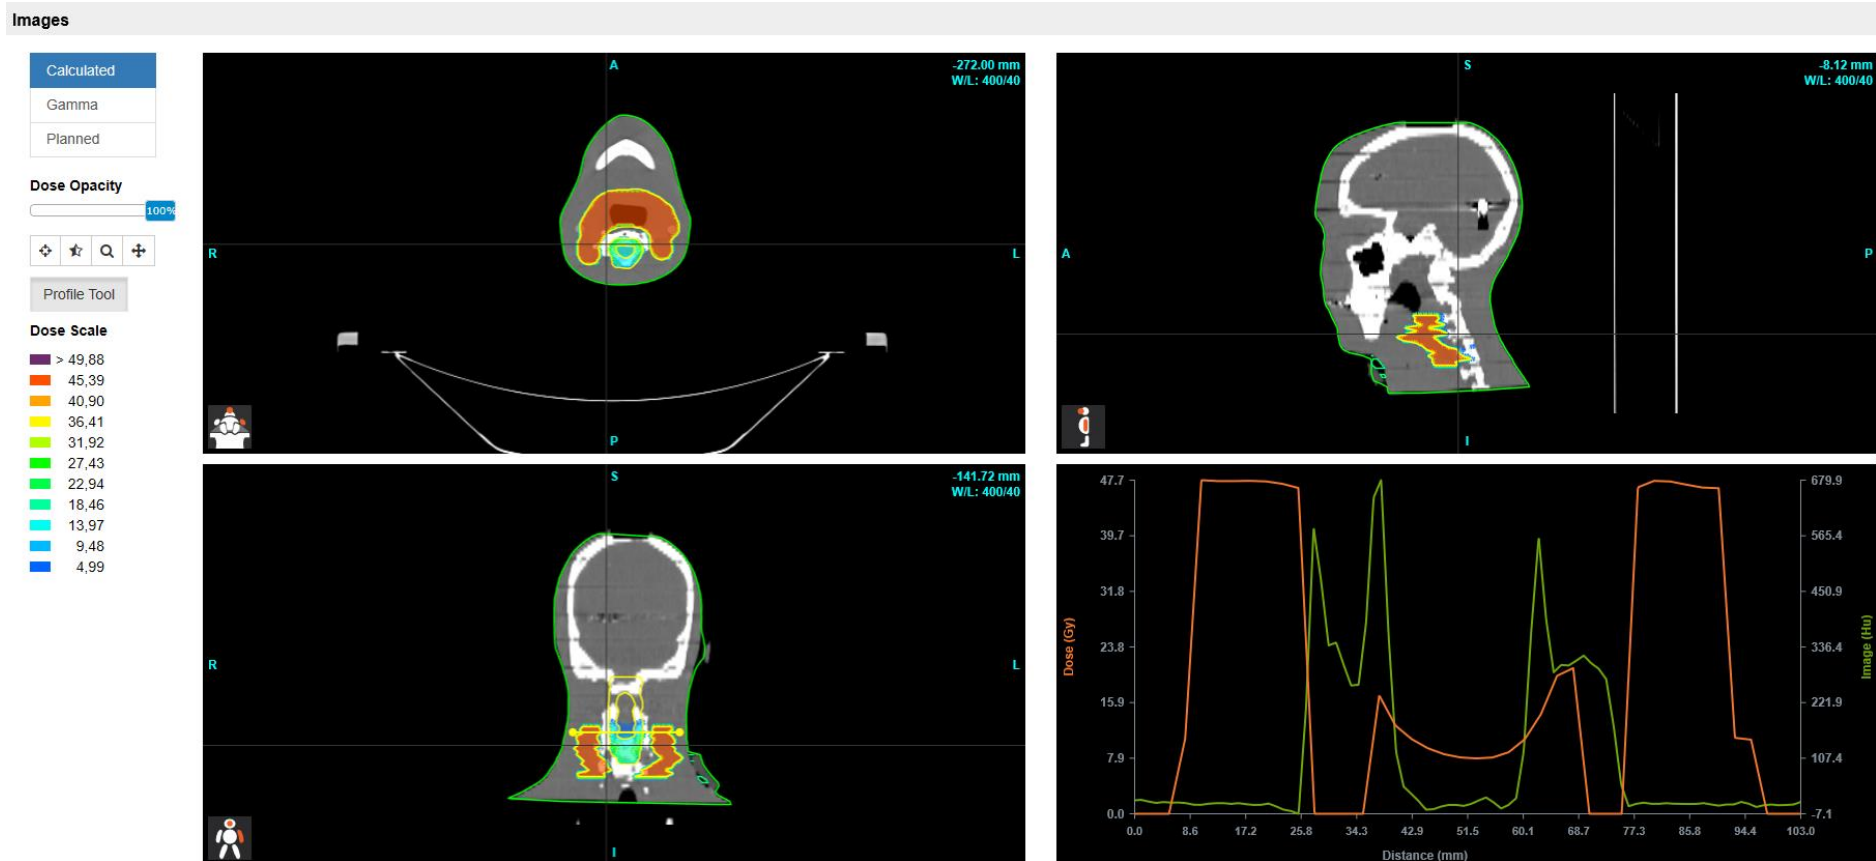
18: *Fraction n*'s isodose-indicatie van de geplande dosisverdeling, weergegeven op de CBCT
